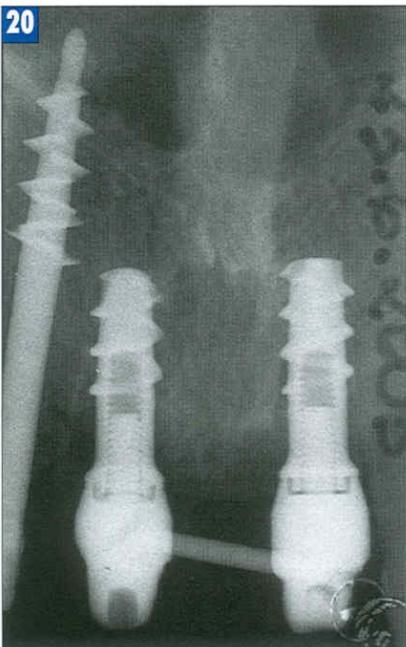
Рентгеновский снимок после операции имплантации 2 погруженных имплантатов. Временные заживающие абдоменты установлены непосредственно после операции и соединены вместе нейбной титановой проволокой.
